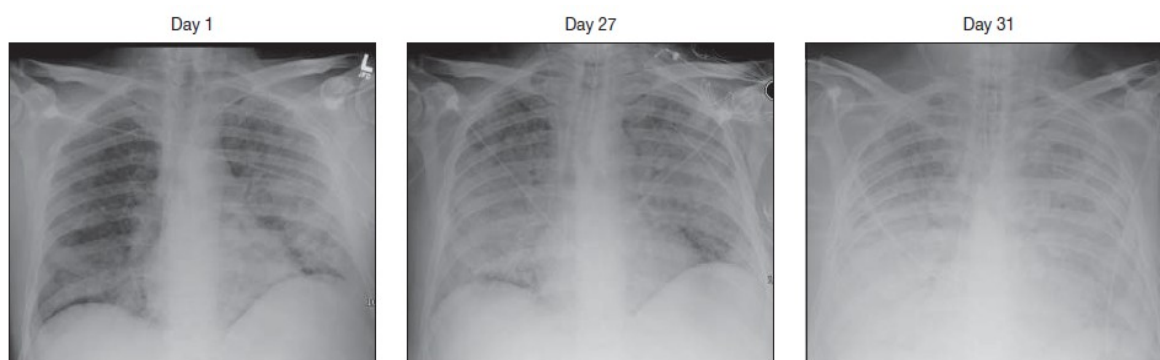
Radiographies de l'évolution péjorative d'une pneumocystose
